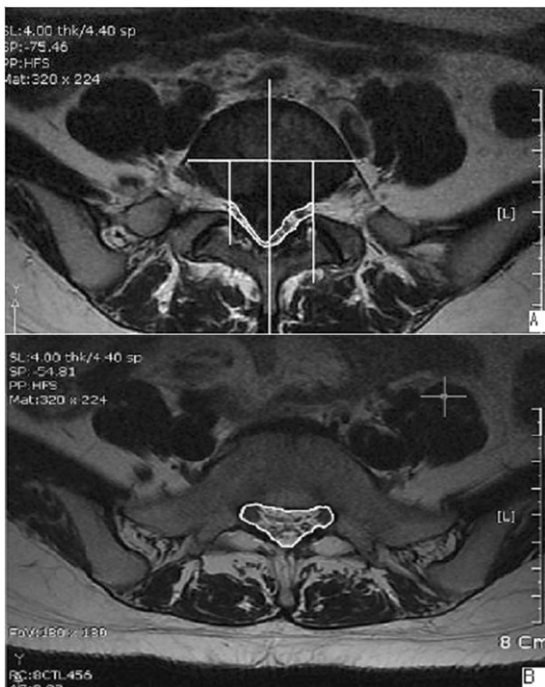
MR image "B" show to measure the spinal canal dimension in pedicle level using CAD. Spinal canal dimension in disc level was obtained by multiplying spinal canal dimension in pedicle level by 0.840(L4/5) or 0.813(L5/S1). Herniated disc volume was obtained by subtracting spinal canal dimension narrowed by herniated disc from spinal canal dimension in disc level .
